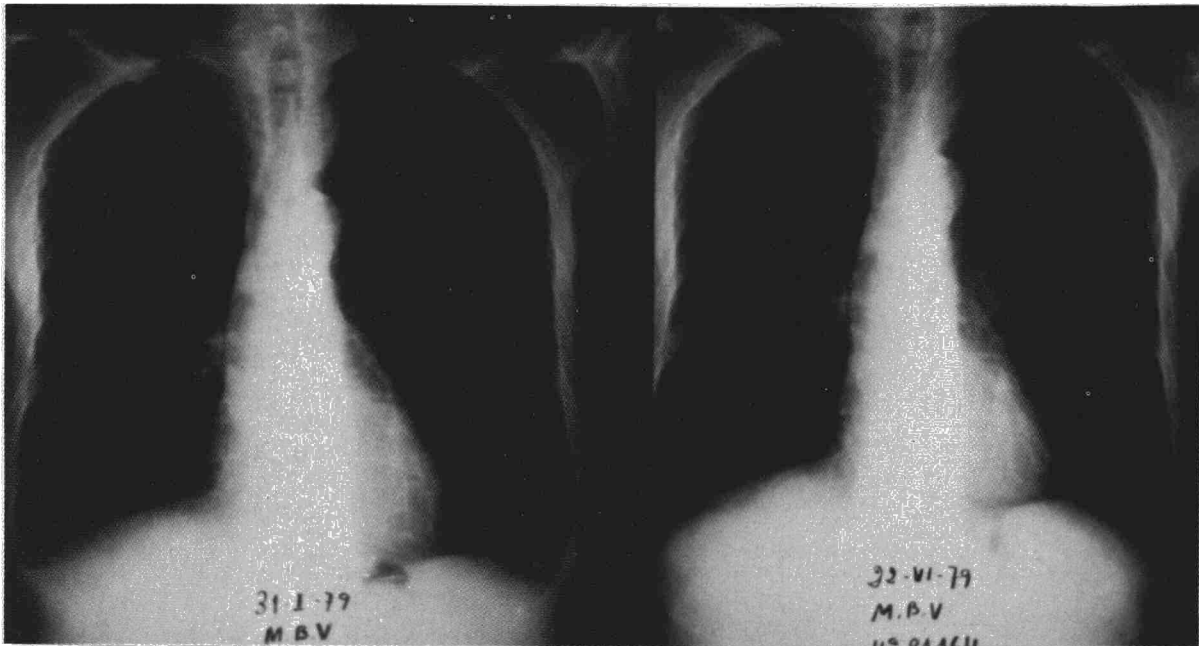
Progresiva mejoría, con pequeño derrame residual, subpulmonar derecho y total desaparición en la radiografía del 23-VI-1979.
